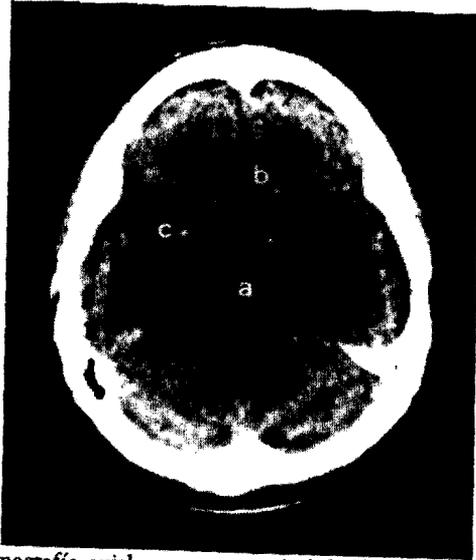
Tomografía axial, con corte a nivel de la parte anterior del Tercer Ventrículo (a) y de los cuernos frontales (b) que muestra pequeña imagen cálcica (c) (cisticercos) en región de los núcleos basales izquierdos.
